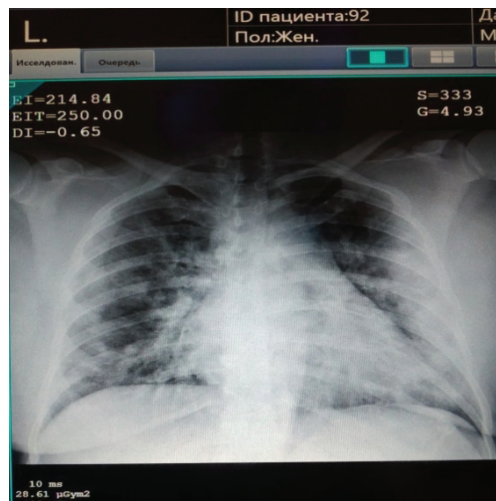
Review radiography of the lungs of patient I., 27 years old with COVID-19 bilateral polysegmental pneumonia
